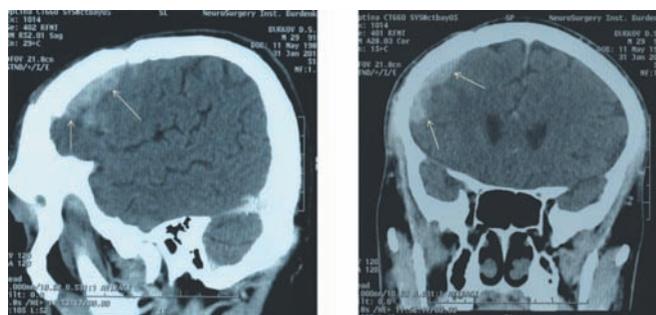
СКТ 6-го Б., 22 лет, — боковая и прямая проекции. Опухоль лобной области слева (стрелки). Радиоиндуцированная менингиома или рецидив глиобластомы?
